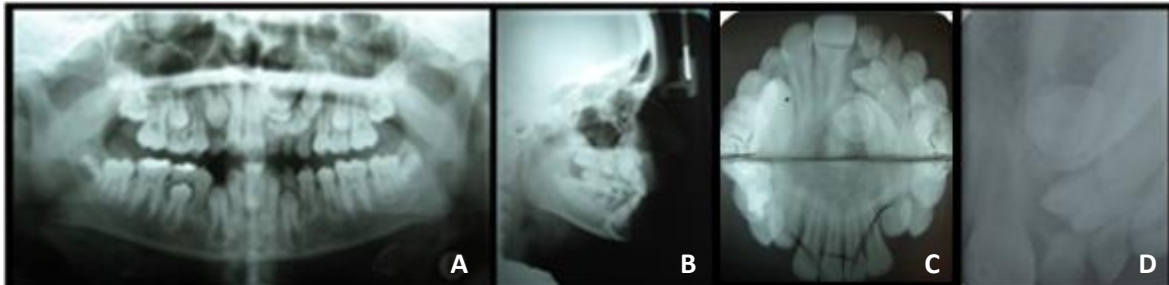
Radiografías (tomadas el 12/12/2007): A) panorámica, B) cefalométrica lateral, C) oclusal superior e inferior y D) periapical de la zona anterior del cuadrante superior izquierdo.
